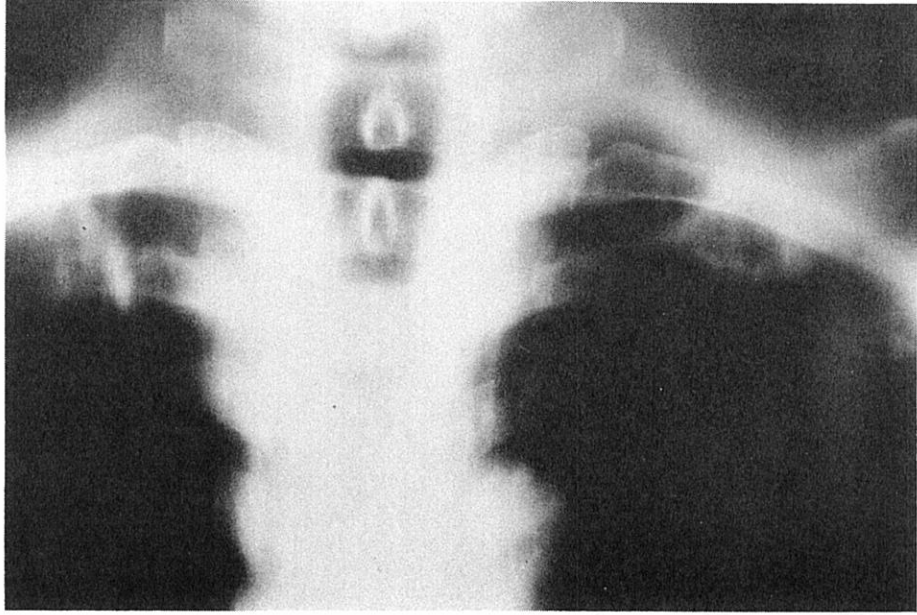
Same case as in Figure 14. A tomography failed to establish this as a parenchymal lesion (MF [redacted]).
